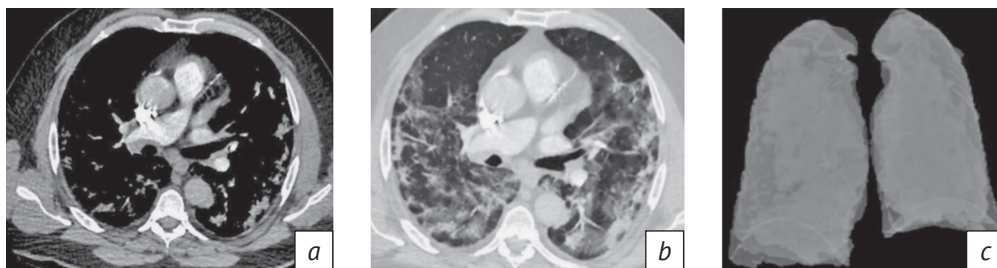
КТ-ангиопульмонография органов грудной клетки у пациента с COVID-19:
